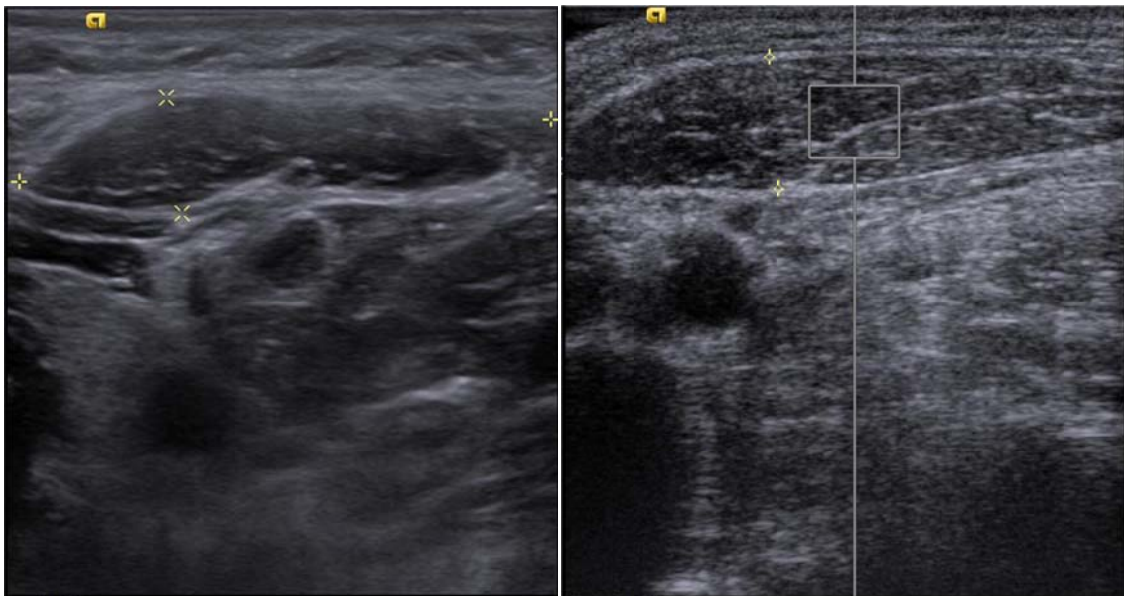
去雜訊機制有無之超音波影像比較圖。左方為有去雜訊，右方則無，可以看出雜訊對影像品質的影響甚大，這將會造成之後纖維統計無法以同一標準比較的情形。
